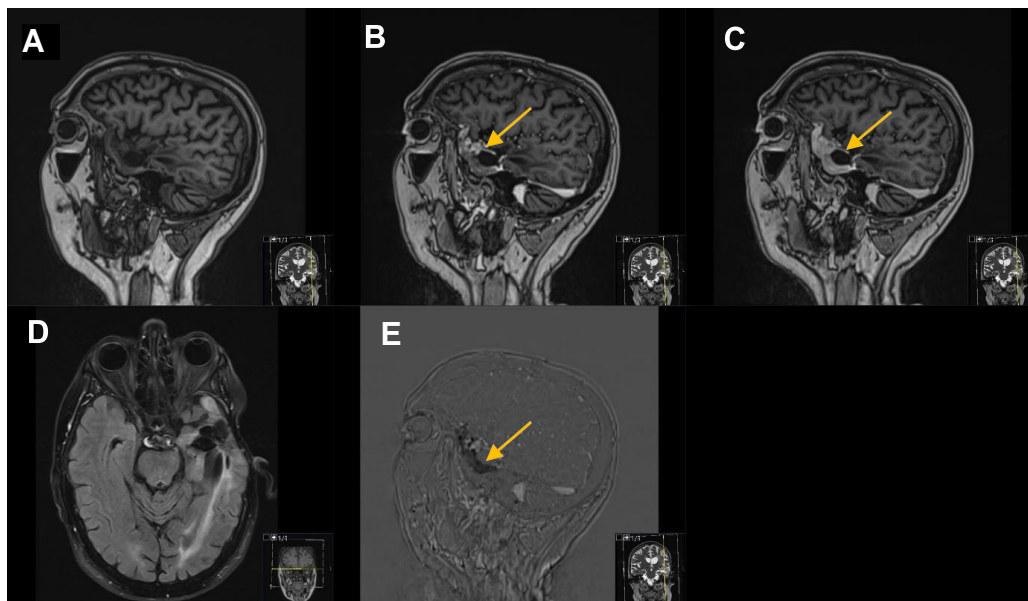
MRT-Bildgebung eines 66-jährigen Patienten mit Glioblastom: 21 Monate nach Resektion und 18 Monate nach kombinierter Radiochemotherapie nach Abbruch der Temozolomid-Therapie nach dem 3. Zyklus und 6 Monate nach erneuter Bestrahlung. (A) Natives, sagittales T1-MPRAGE. (B) T1-MPRAGE 2 Minuten nach KM und (C) T1-MPRAGE 20 Minuten nach KM. Der weiße Pfeil zeigt auf die suspektere linke frontale Läsion. (D) FLAIR-Aufnahme in transversaler Ausrichtung. (E) Der gelbe Pfeil zeigt auf das SUB2 (C-B=E). In den Subtraktionsbildern zeigt die Läsion im Gegensatz zu den venösen Gefäßen (die sich typischerweise nach 20 Minuten auswaschen) ein dunkles Signal. Die suspektere Läsion zeigt also ein "Pooling" und ist daher nicht suspekt für ein Tumorrezidiv, sondern für therapieassoziierte Veränderungen.
